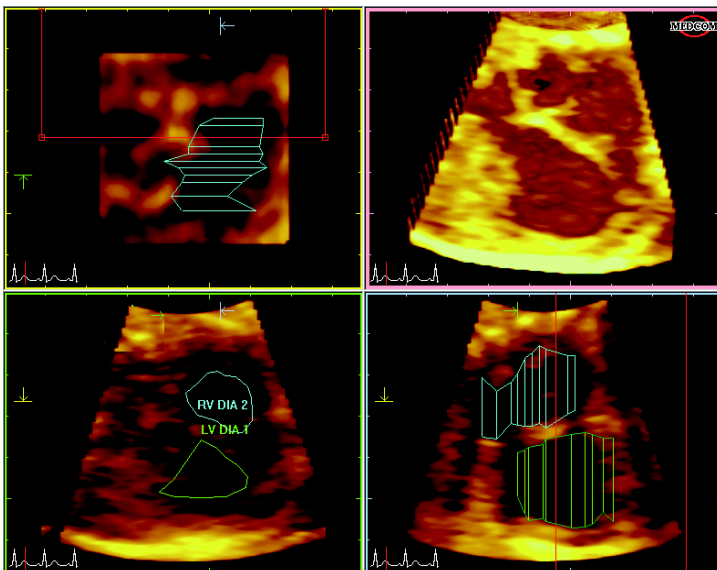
Scheibchensummationsmethode in der 3D-Echokardiographie
